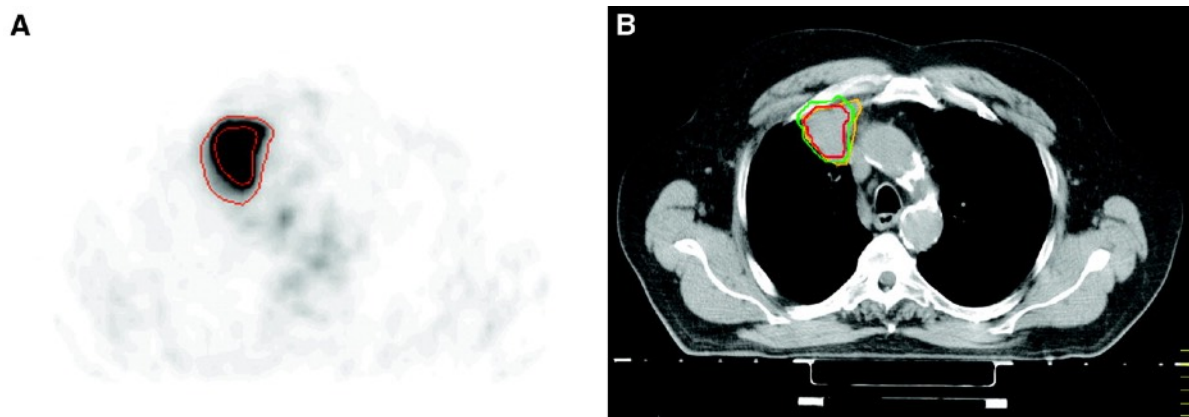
Exemples de différences du volume cible d'une tumeur pulmonaire en fonction de la méthode de délimitation. A : Délimitation du volume tumoral sur l'image  $^{18}\text{F}$ -FDG PET en appliquant un seuil absolu de SUV de 2,5 (isocontour rouge plus large) et un seuil adaptatif à 40 % (isocontour rouge plus serré). B : Projection du volume tumoral délimité sur l'image TDM correspondante en appliquant le seuil adaptatif à 40 % de l'image PET (rouge), une segmentation automatique tenant compte du bruit de fond (vert) et enfin une délimitation manuelle sur l'image TDM (jaune). Figure reproduite avec autorisation de Nestle et al. « Comparison of different methods for delineation of  $^{18}\text{F}$ -FDG PET-positive tissue for target volume definition in radiotherapy of patients with non-Small cell lung cancer. » J Nucl Med. 2005 Aug; 46(8):1342-8. © by the Society of Nuclear Medicine and Molecular Imaging, Inc. [266].
